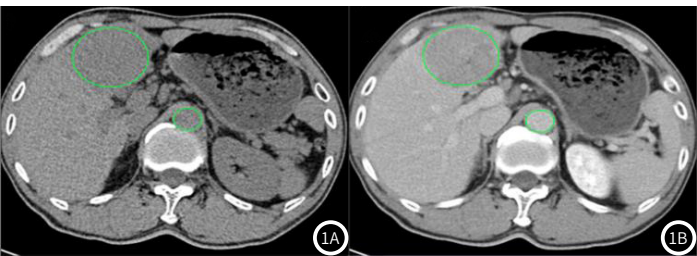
图1B 选择同一水平选择腹主动脉和肿瘤区域，对患者平扫CT图像(1A)和平衡期CT图像(1B)绘制ROI。
